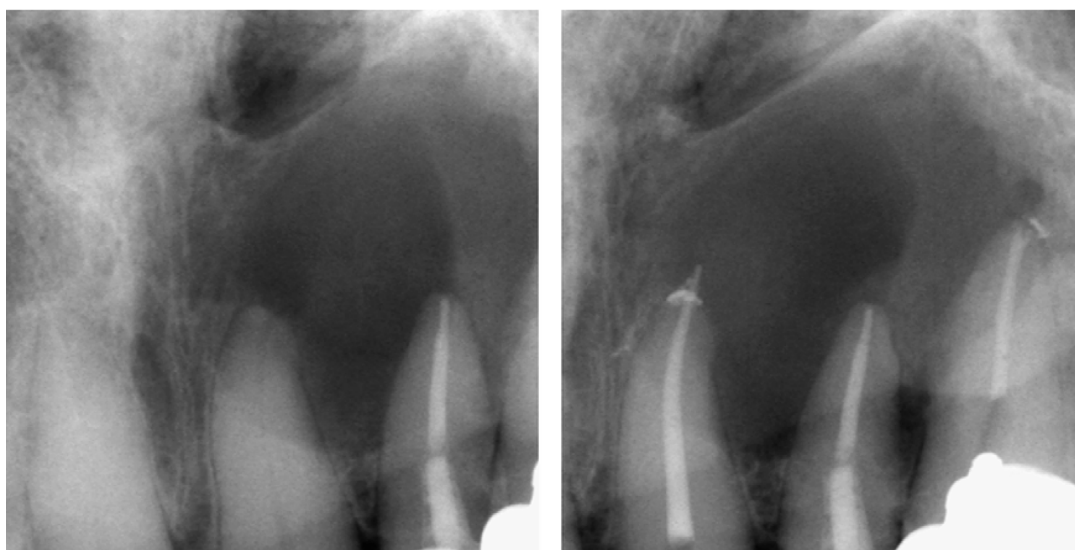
Radiografias periapicais da maxila mostrando ampla área radiolúcida periapical.
